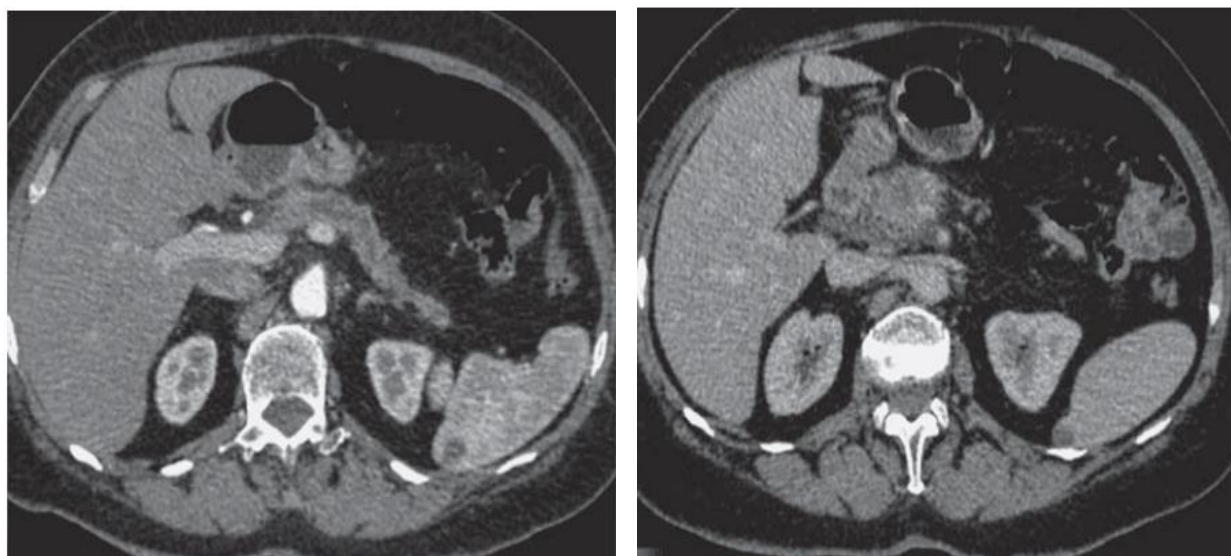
МСКТ картина протоковой карциномы головки поджелудочной железы
